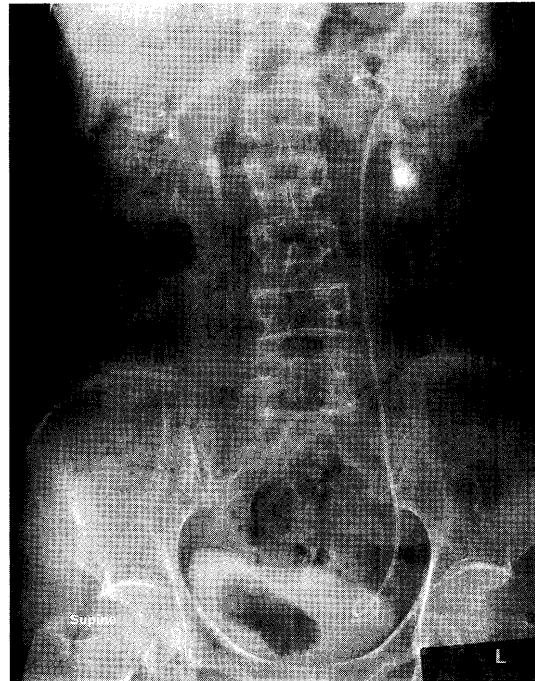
第15病日造影CT後の腹部単純レントゲン撮影
